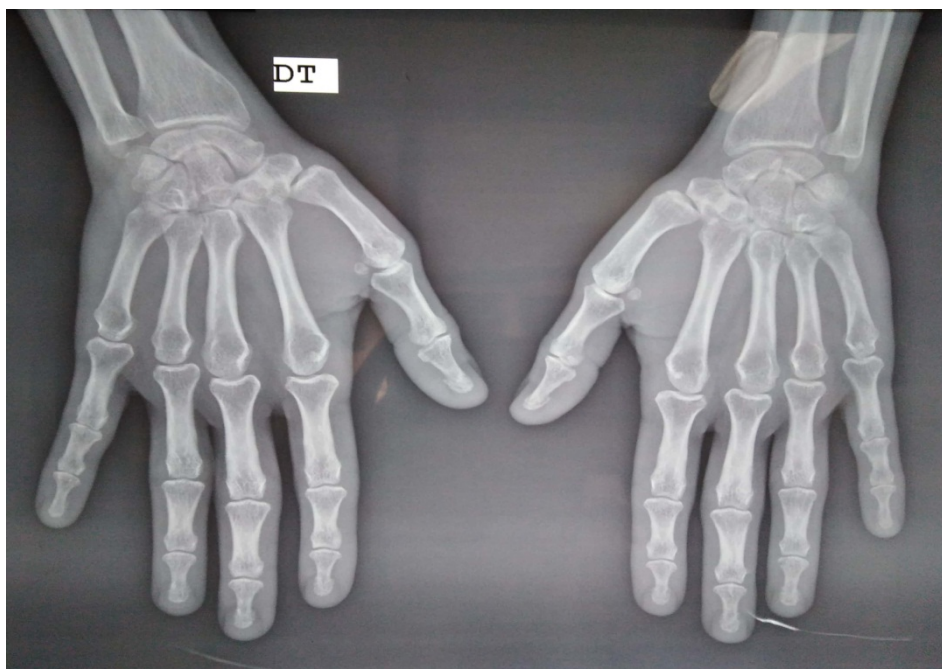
A : Radiographie des mains (face) montrant une déminéralisation en bande des épiphyses et un discret pincement articulaire en regard des MCP et IPP chez une patiente atteinte de PR. Service de médecine interne-hôpital militaire Moulay Ismail-Meknès.
